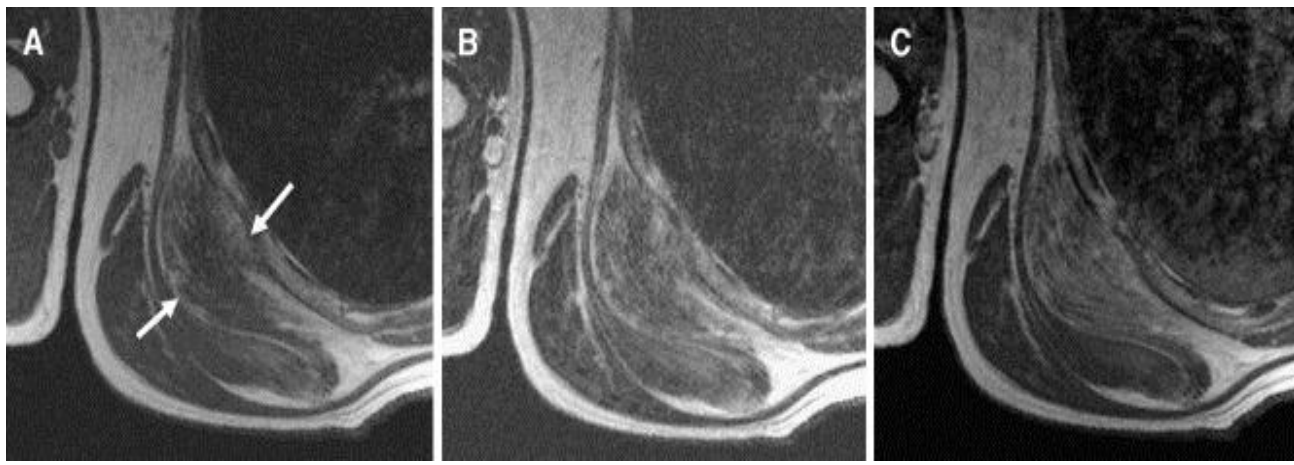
Coupe axiale d'IRM thoracique objectivant le siège sous scapulaire droit d'un élastofibrome
